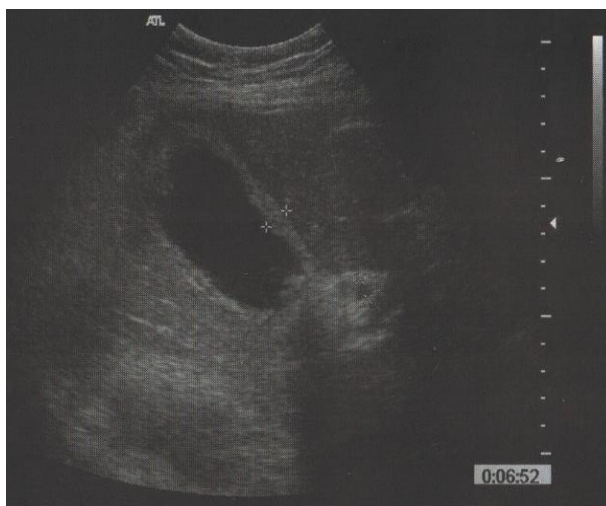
УЗИ. Двухконтурность и утолщение стенки желчного пузыря. Увеличение размеров.
